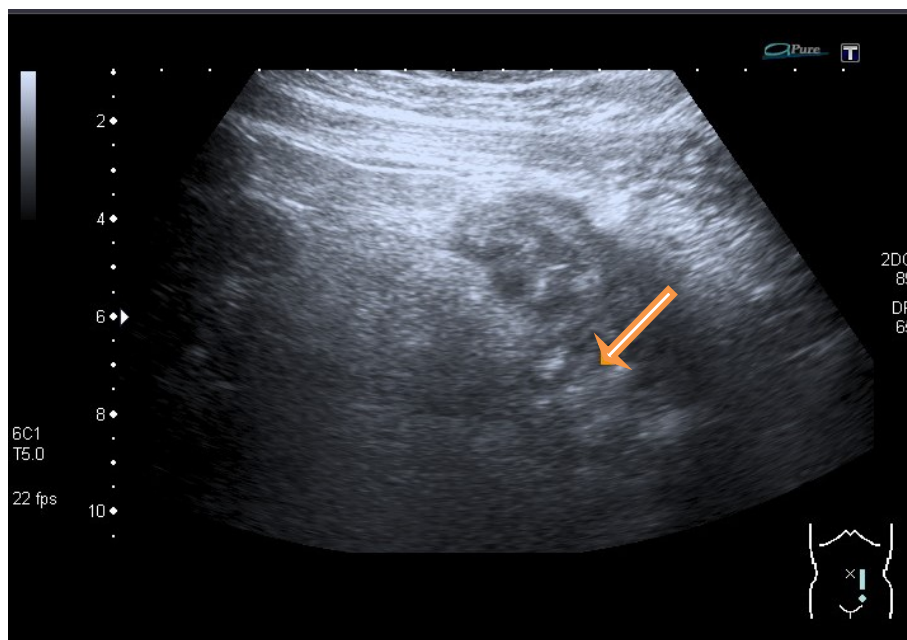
zeigt ein sonographisches Bild eines Patienten mit akuter Sigmadivertikulitis. Dargestellt ist ein entzündetes Divertikel (Universitätsmedizin Rostock).
